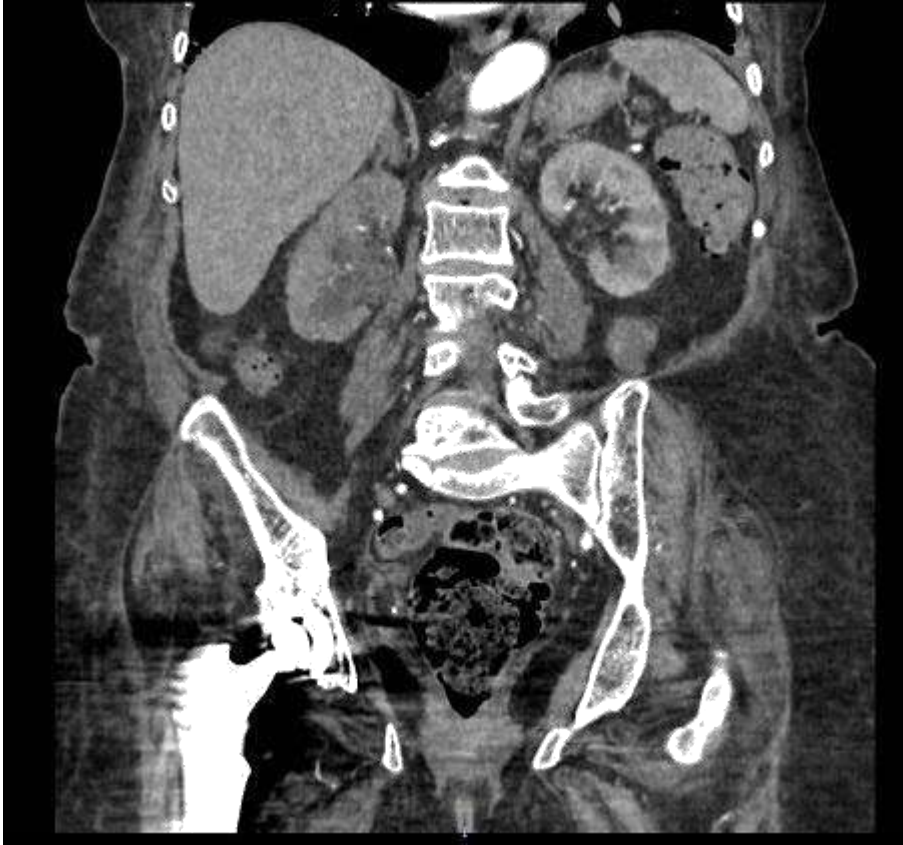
TC abdominopélvico con contraste iv. Fase arterial cortecoronal. Ureterohidronefrosis derecha grado 2/3 secundaria a engrosamiento ureteral en tercio medio.
